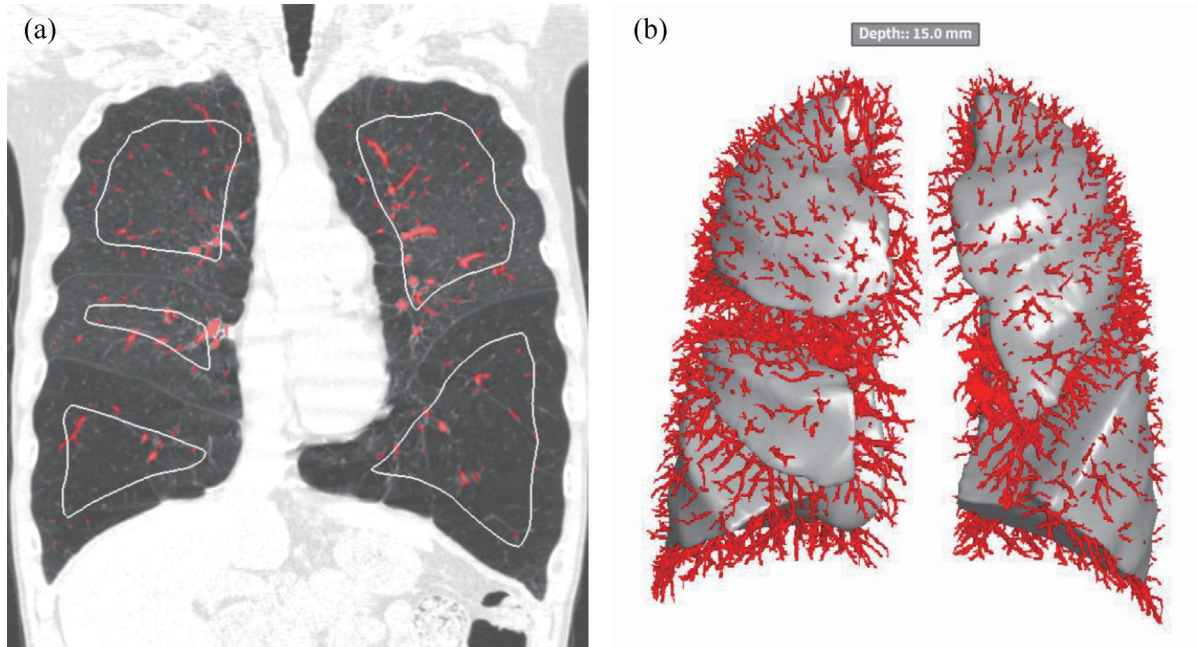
Lobar depth-based pulmonary vessel analysis of a patient with GOLD stage 4 on CT. (a) Coronal image with segmented pulmonary vessels which are color overlaid in red. The white line means the segmented surface at a depth of 15 mm from the pleura by each lobe. (b) 3D image shows segmented pulmonary vessel and surface at a depth of 15 mm from the pleura.
